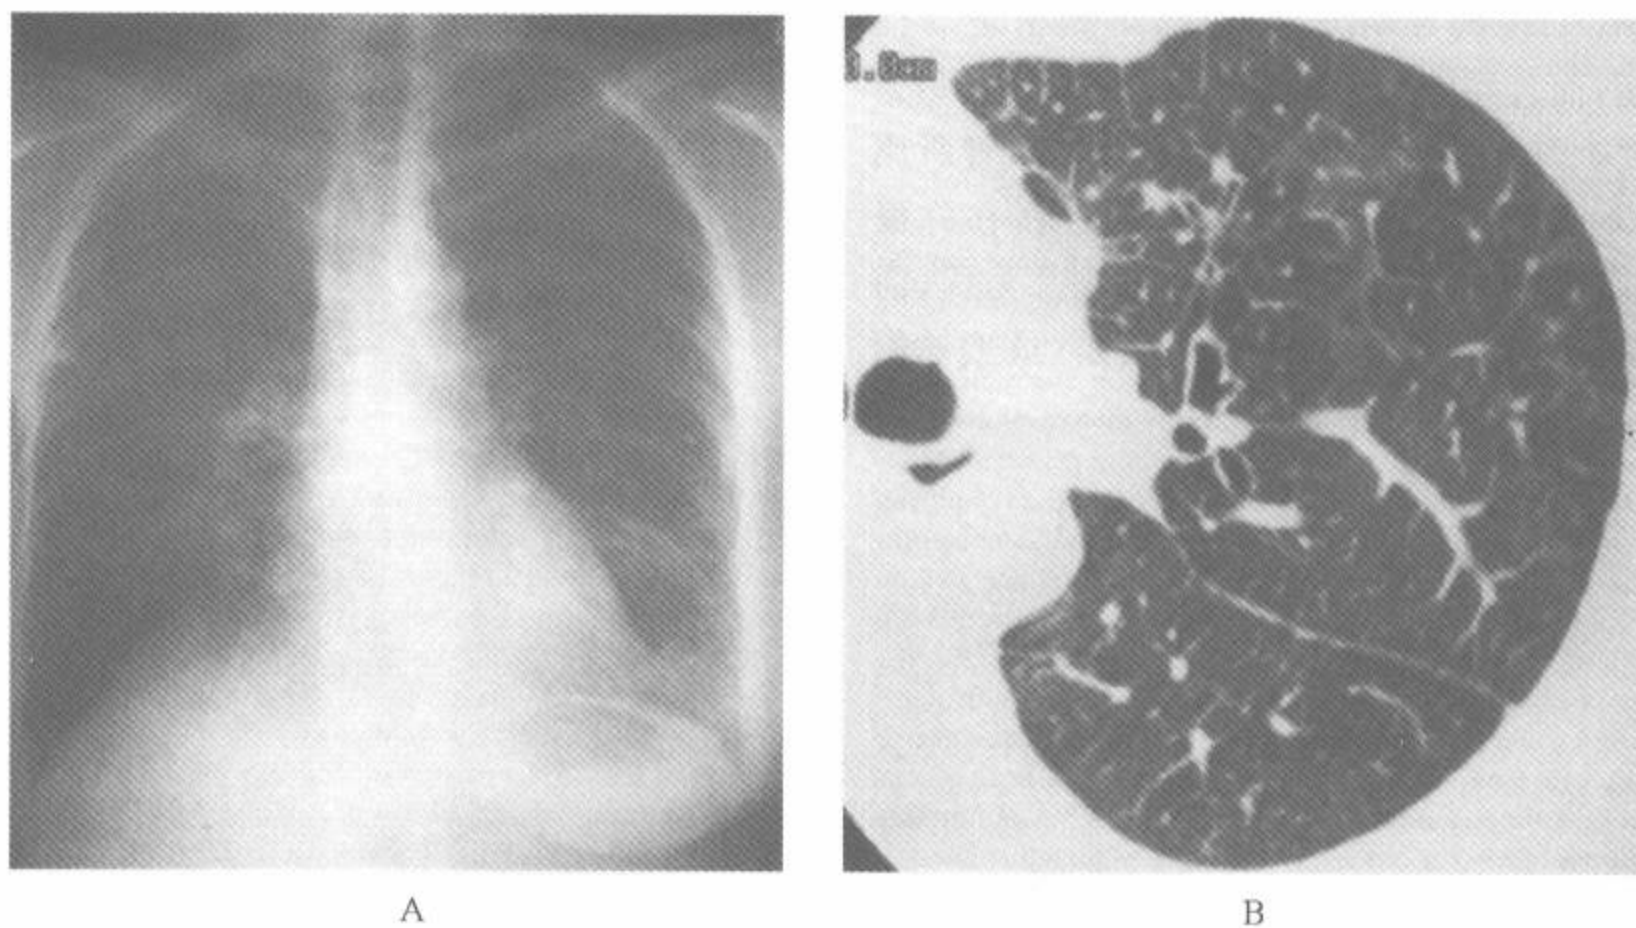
淋巴管性癌病病例中 HRCT 与胸片的对比
